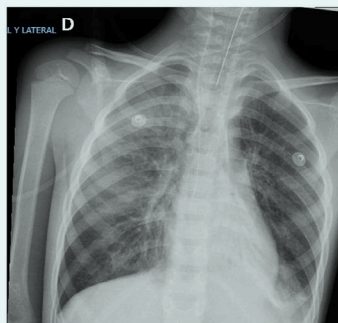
Radiografía de tórax con atelectasia del lóbulo inferior izquierdo, imágenes algodonosas y condensación, compatibles con neumonía y síndrome de distrés Respiratorio por SARS-CoV-2.
